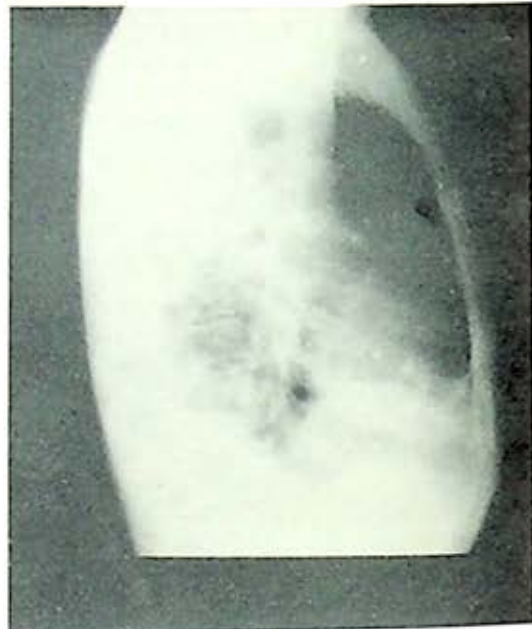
Caso 3.—Radiografía lateral derecha, que demuestra que ambas cavernas están en los segmentos posteriores respectivos. Después de 8 meses con tratamiento con Iliza-Estrepto.
